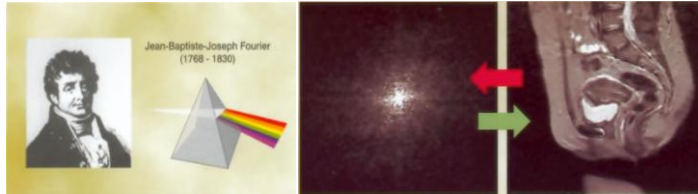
Transformada de Fourier. Tomado del Atlas de Tecnología Resonancia Magnética. Javier La Fuente.
